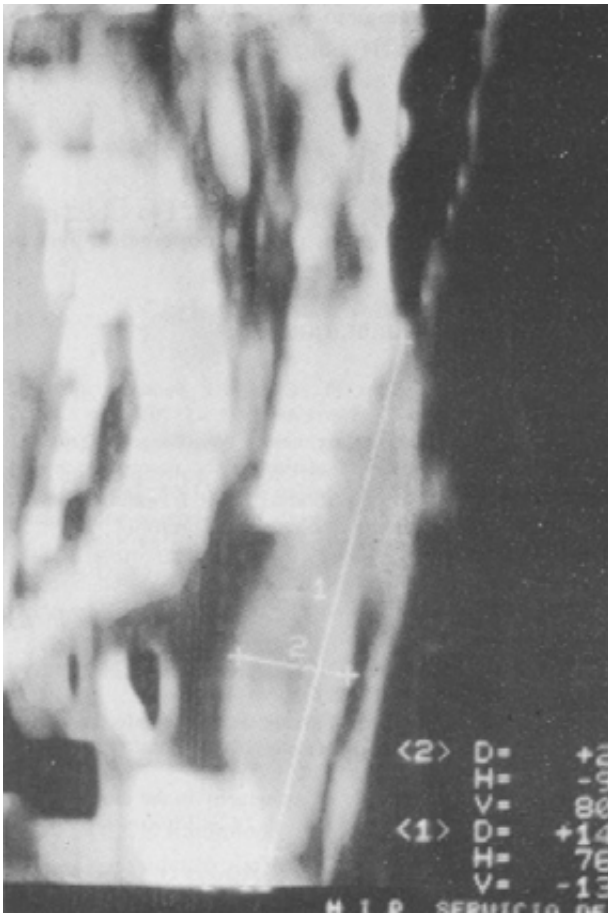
Tomografía axial computarizada del abdomen, mostrando en corte sagital la presencia de masa abdominal, la cual llega a la pared anterior del abdomen a la altura del ombligo.
